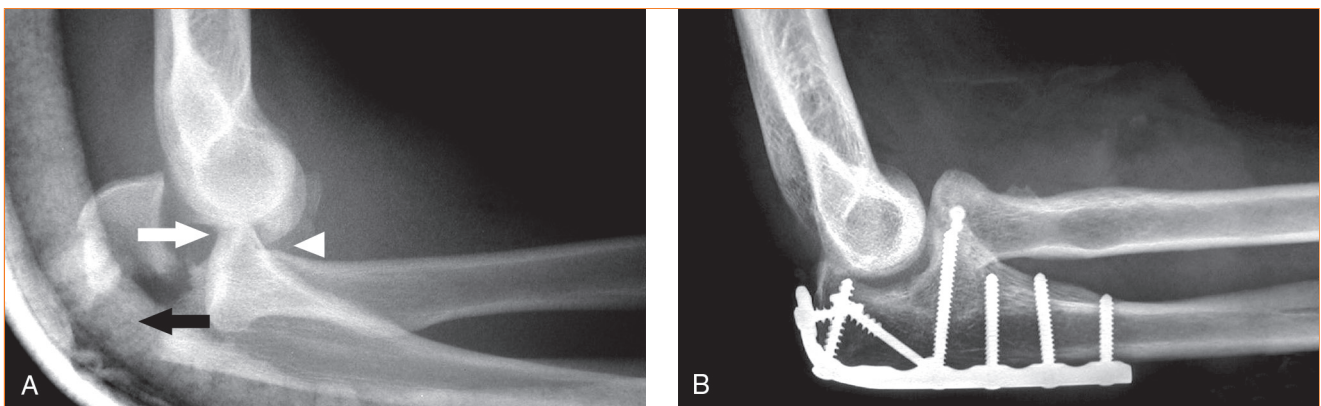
Radiografías laterales de un joven de 17 años de edad que sufrió una luxación del codo. A, La radiografía preoperatoria lateral demuestra la luxación y las fracturas asociadas del olécranon (flecha negra), de la coronoides (punta de flecha blanca) y de la cabeza del radio (flecha blanca). B, Radiografía lateral postoperatoria que muestra el codo después de la reducción abierta y la fijación interna del fragmento de la cabeza del radio con un solo tornillo avellanado Herbert, fijación del cúbito con placa y la reparación del ligamento colateral lateral a través de pozos de perforación en la columna lateral. Se logró una reducción concéntrica de las articulaciones radiocapitelar y cubitohumeral, con la estabilidad suficiente para iniciar el movimiento inmediato, mejorando el resultado funcional.
